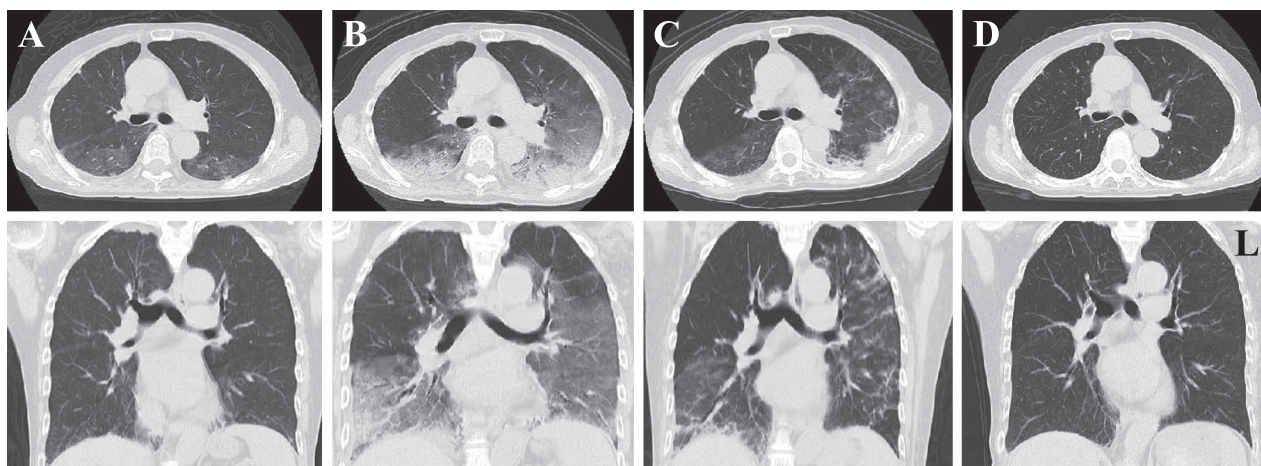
Chest CT scan images.
